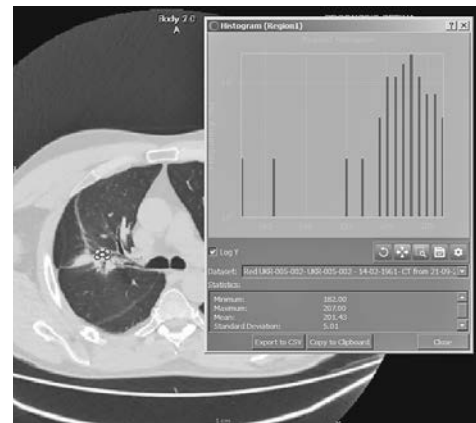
Гістограма утворення хворого С. (КТ від 21.09.2021)
